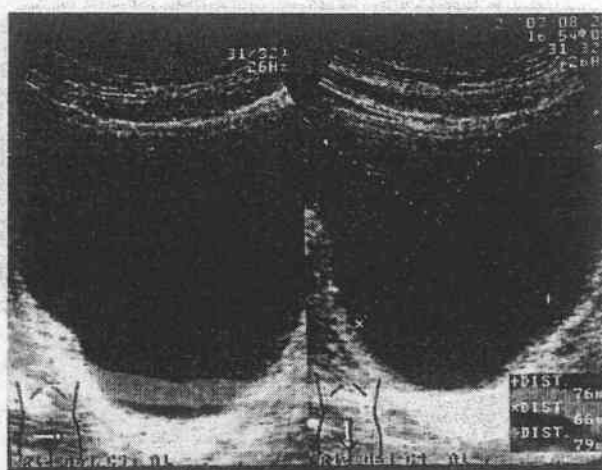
経腹的超音波像 198 mLの残尿が認められる。
